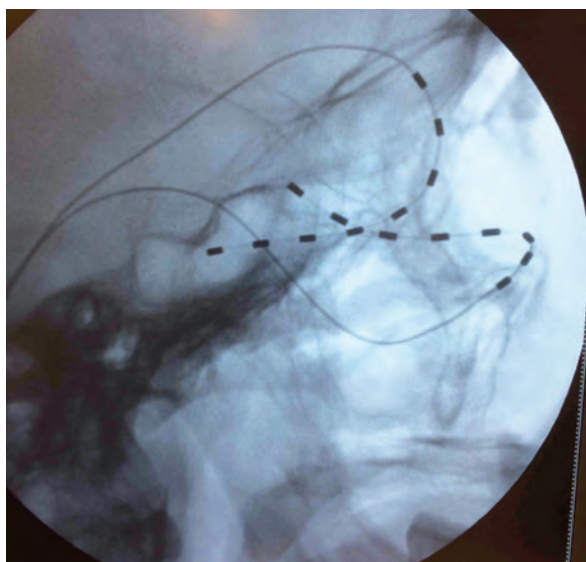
Электроды в орбите и височной области. Рентгенологический контроль установленных многоточечных электродов
